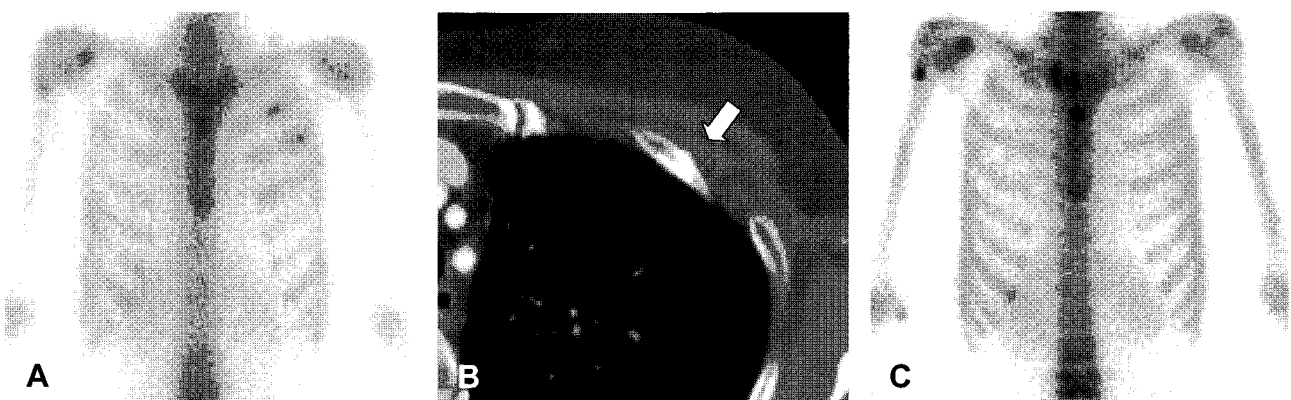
A 36 years old woman with left breast cancer underwent radiation therapy to the left chest wall, and supraclavicular and axillary regions after breast conserving procedure. One year after radiation therapy, bone scan (A) reveals two diffuse mild uptakes in anterior arc of the left 2nd and 3rd ribs. At the same period, chest CT (B) shows callus formations in the same sites (arrow). Two years later, follow-up bone scan (C) shows complete resolution of previous uptakes in the left 2nd and 3rd ribs.
